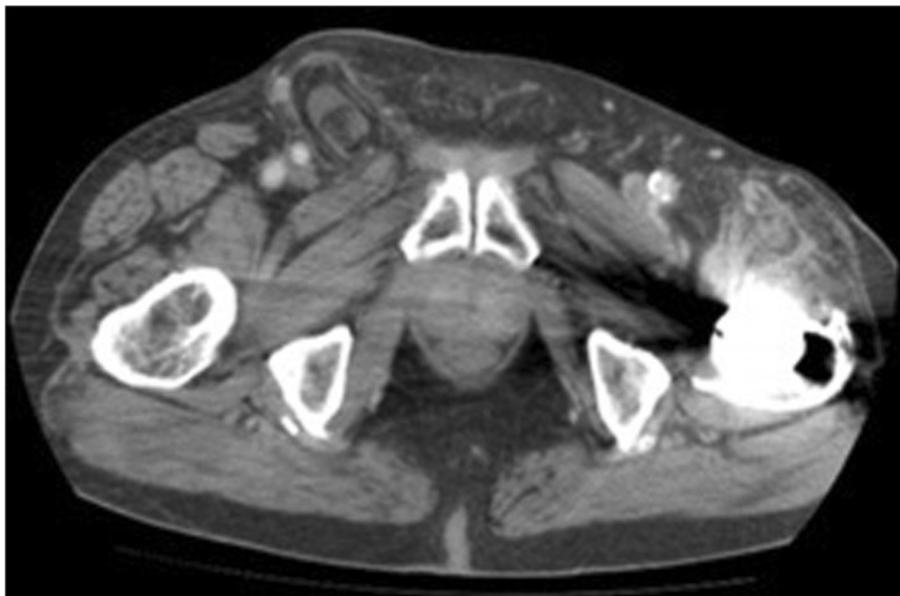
Tomografia computadorizada vista anteroposterior da hérnia de Amyand descrita.
